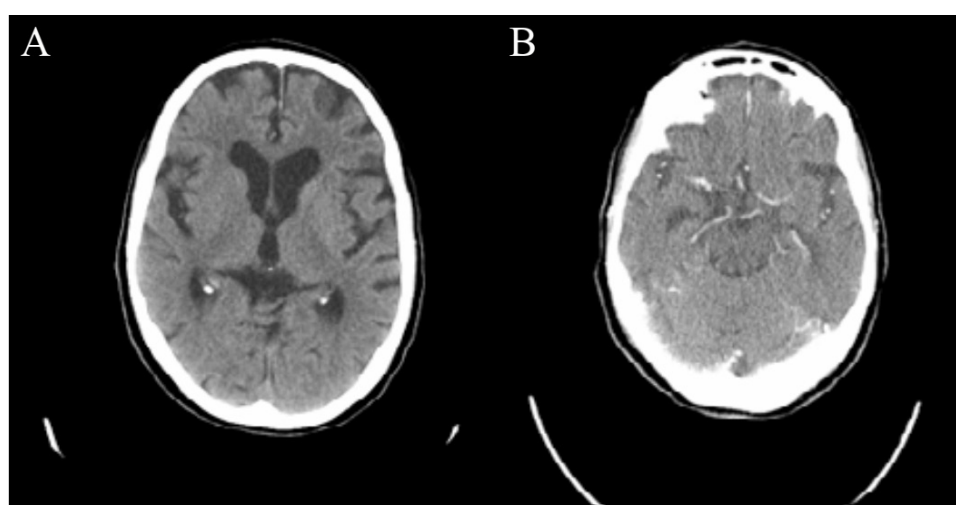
A) Tomografía simple sin hallazgos de isquemia en un paciente con ictus isquémico agudo. B) Tomografía de Perfusión: Su utilidad es ser la base para efectuar los mapas de perfusión.
